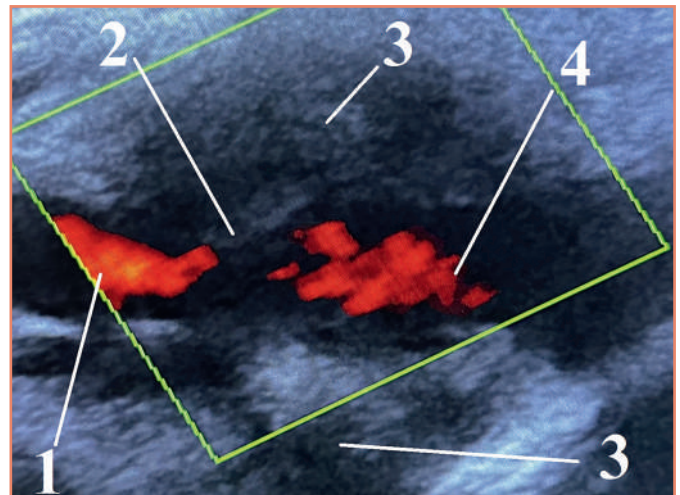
УЗАС левой подмышечной области: 1 — проксимальная культя подмышечной артерии; 2 — место разрыва подмышечной артерии; 3 — тромбированная ложная аневризма подмышечной артерии; 4 — дистальная культя подмышечной артерии [предоставлено авторами] / Ultrasound angioscanning of the left axillary region: 1 — proximal stump of the axillary artery; 2 — site of rupture of the axillary artery; 3 — thrombosed false aneurysm of the axillary artery; 4 — distal stump of the axillary artery [provided by the authors]
